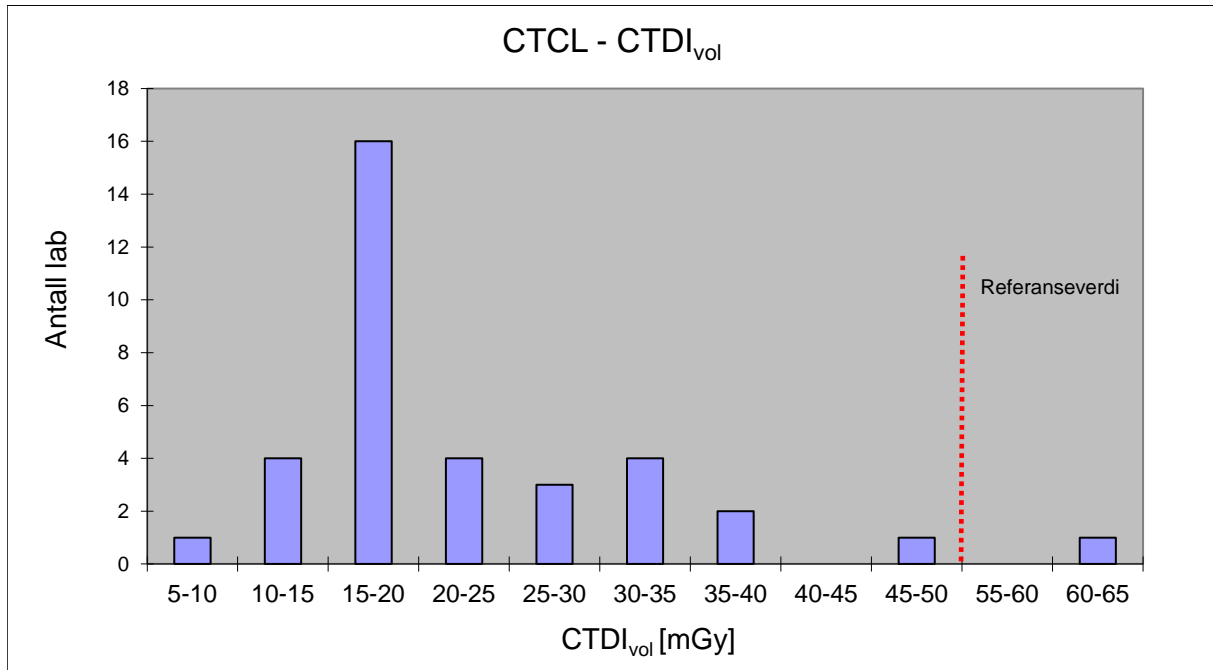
Fordeling av de innsamlede $CTDI_{vol}$ verdiene for CT lumbalcolumna. I tillegg vises den nasjonale referanseverdien (NRV) på 55 mGy som var gjeldende på tidspunktet før innsamlingen.
